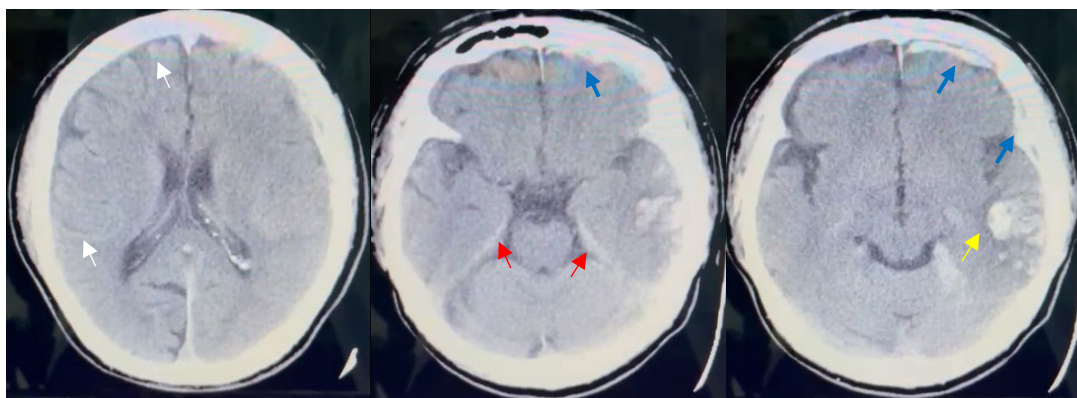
TC con evidencia de HSAt asociada a otras lesiones. Surcos en lóbulo parietal y frontal derecho se muestran hiperdensos (flechas blancas), hiperdensidad bilateral del tentorio en relación a HSAt (flechas rojas), hematoma subdural (flechas azules) asociado a contusión temporal (flecha amarilla). Imágenes: Autores
